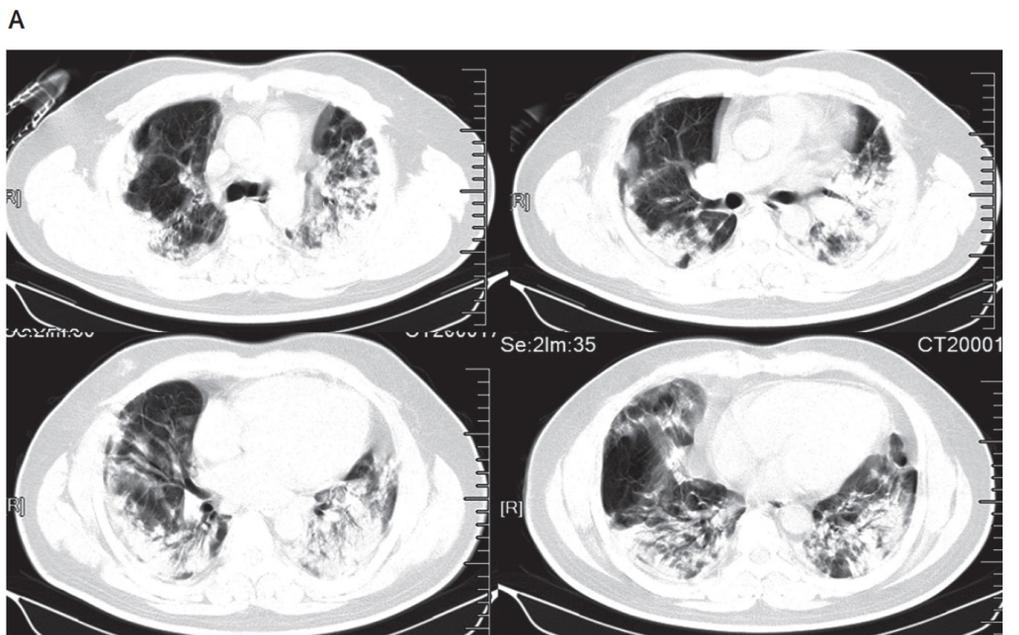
Chest CT images
